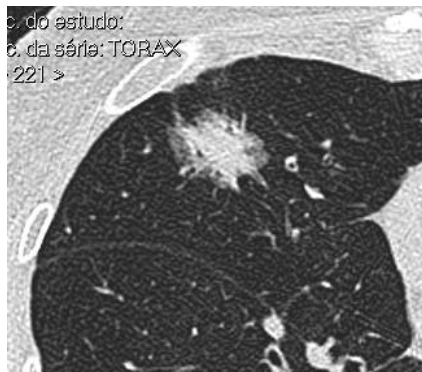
e 3 Nódulos em VF puro, VF heterogêneo, e parte-sólido em tomografia computadorizada.
